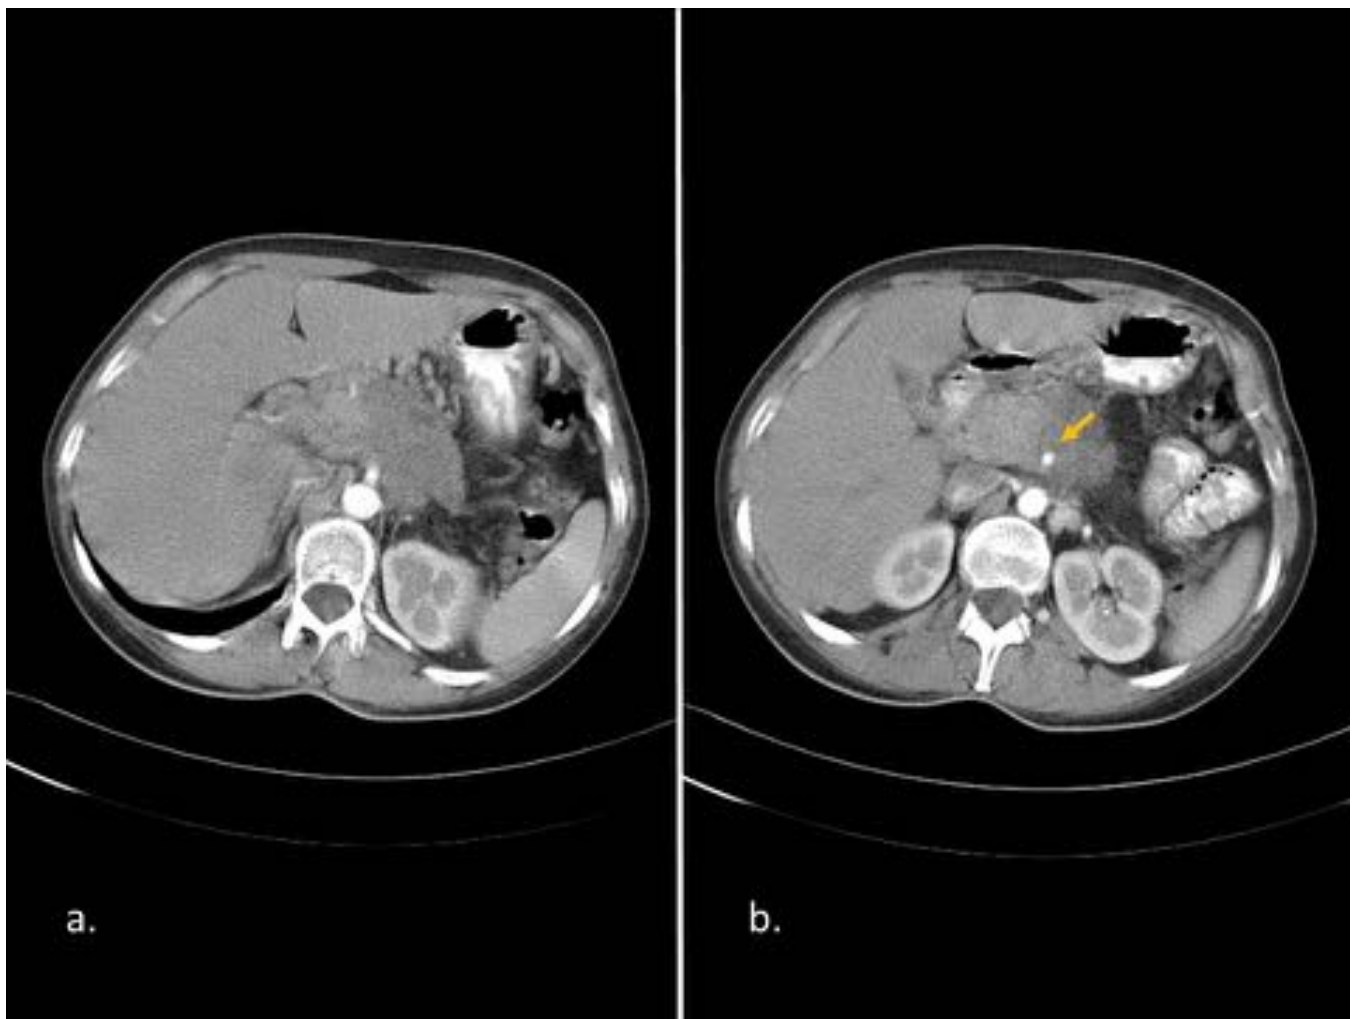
Ca de cuerpo-cola de páncreas con extensión directa de raíz mesentérica en varón de 63 años. (a) Imagen de TC axial con contraste oral e iv que muestra masa en cuerpo-cola de páncreas. (b) Imagen TC axial unos centímetros caudal a (a) donde se identifica extensión directa de la masa pancreática hacia la raíz mesentérica, englobando a la arteria mesentérica superior (flecha amarilla).
